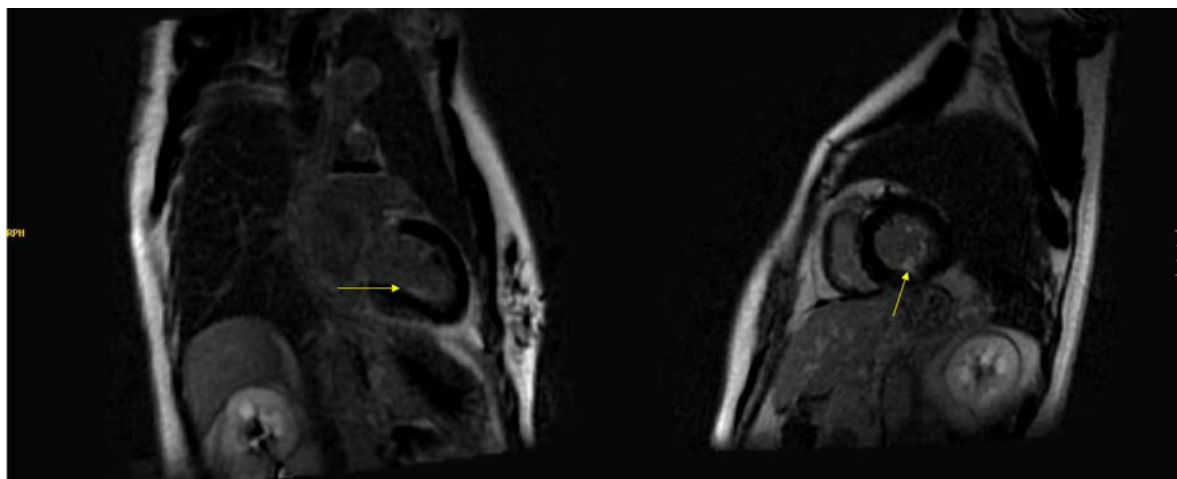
Resonancia magnética cardiaca. Se observa presencia de realce tardío localizado a nivel del músculo papilar posteromedial (flecha amarilla).
